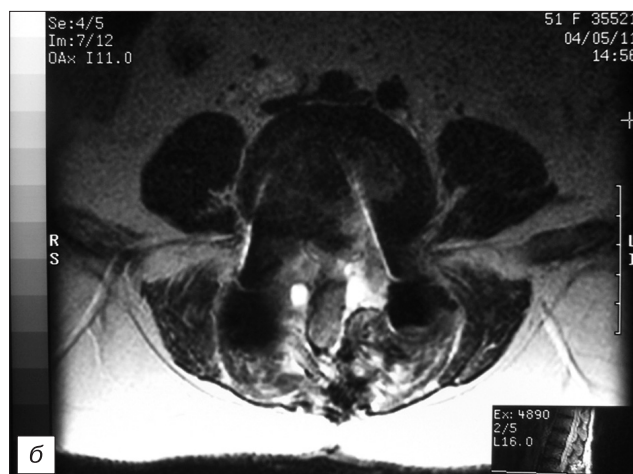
Магнитно-резонансная томограмма поясничного отдела позвоночника у той же пациентки. Состояние после декомпрессии на уровне L<sub>IV</sub>—L<sub>V</sub> позвонков, транспедикулярной и межтеловой стабилизации.
